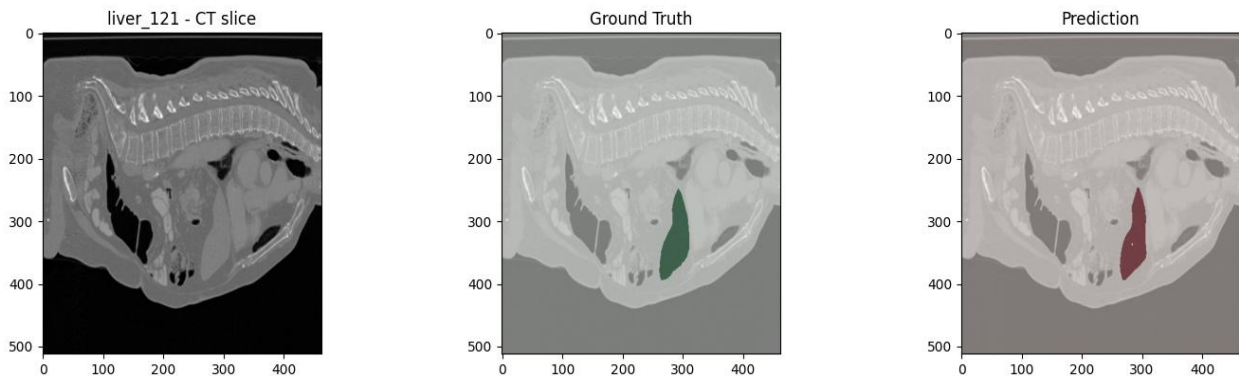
Порівняння КТ-зображення, реальної маски та передбачення моделі nnU-Net (рисунок виконаний самостійно)
